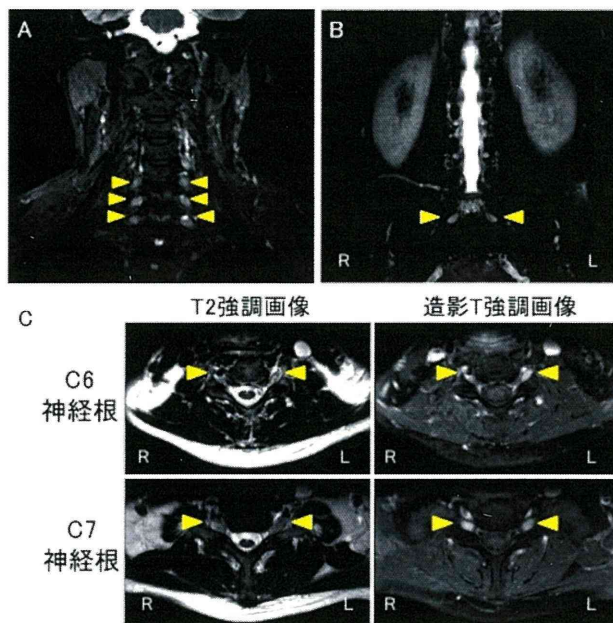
脊椎 MRI (A.頸椎冠状断、B.腰椎冠状断、C.頸椎軸位断)
